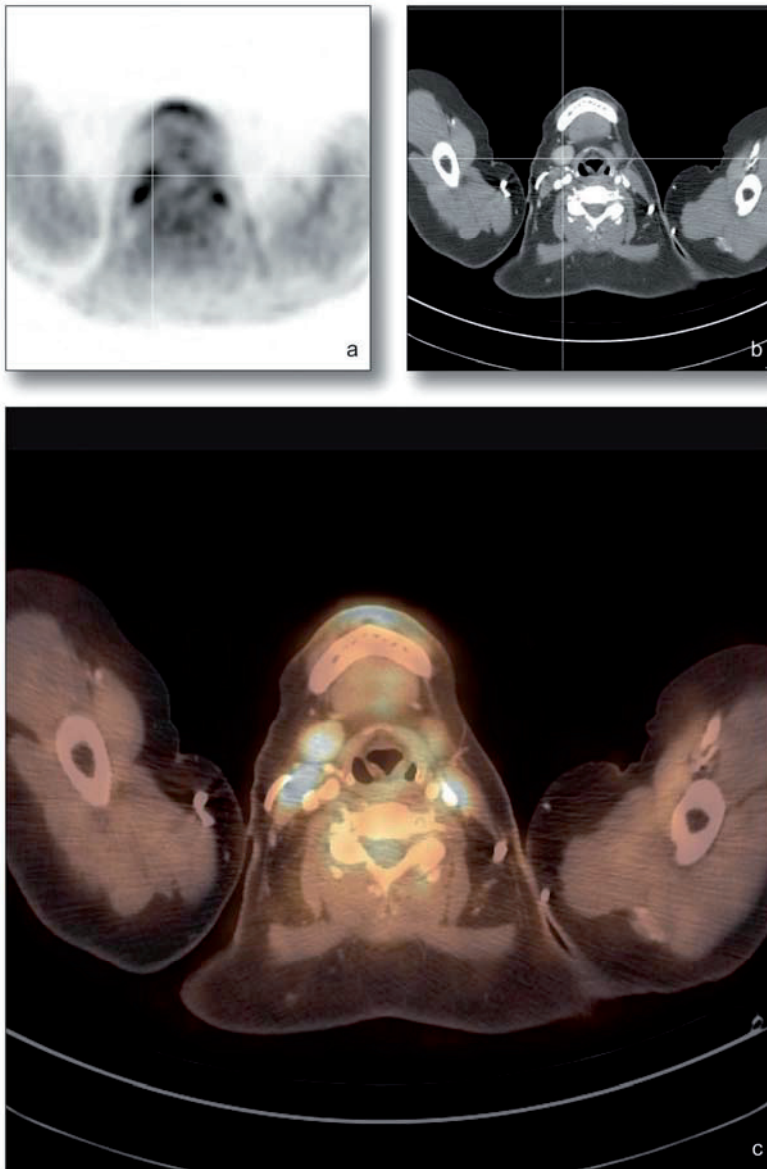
In diesem Fall wurde in der PET (a) und PET/CT (c) ein falsch positives Karzinom der Glandula submandibularis vermutet, das jedoch im Verlauf nicht bestätigt werden konnte
